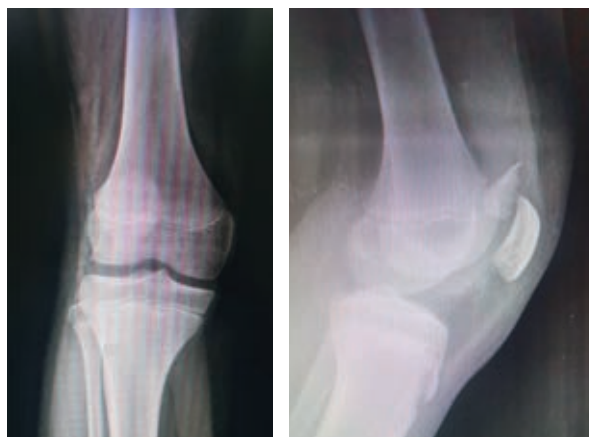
Radiografía anteroposterior y lateral de rodilla izquierda. Se visualiza trazo de fractura a nivel patelar.
